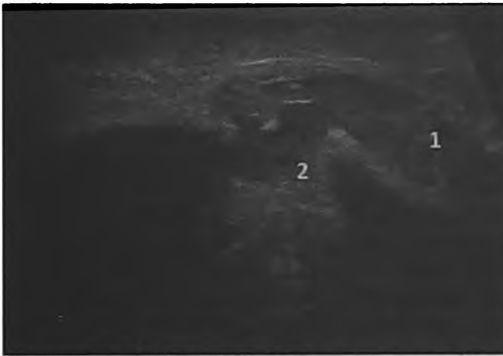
С., 33 г. Перелом полового члена. Размножение кавернозных тел с разрывом кавернозных артерий. Продольное УЗИ полового члена. 1 – смешанная (подкожная и интракавернозная) гематома по дорсальной поверхности пениса, 2 – зона разрыва кавернозного тела и белочной оболочки
